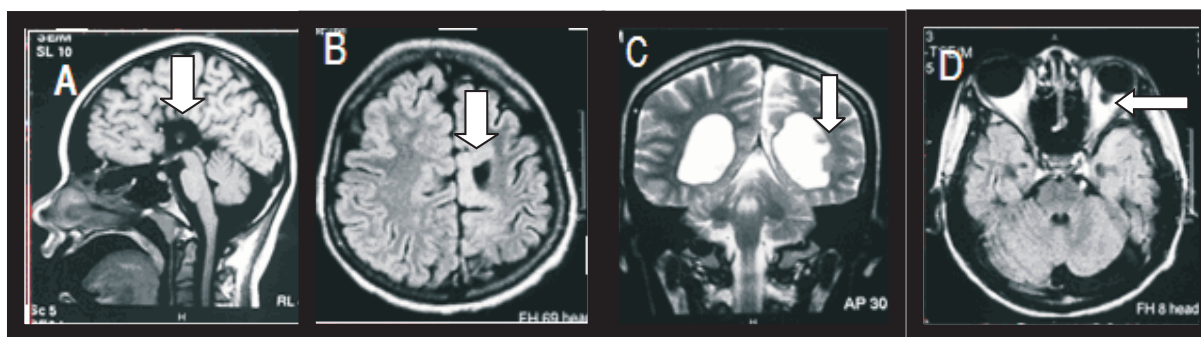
RM cerebral de la paciente 1 con síndrome de Aicardi. (A) Corte sagital en T1 mostrando agenesia total del cuerpo calloso. (B) Corte axial en T1 que demuestra la asimetría hemisférica y corteza cerebral displásica. (C) Corte coronal en T2 muestra las heterotopías periventriculares. (D) Corte axial en T1 mostrando coloboma del nervio óptico izquierdo.
